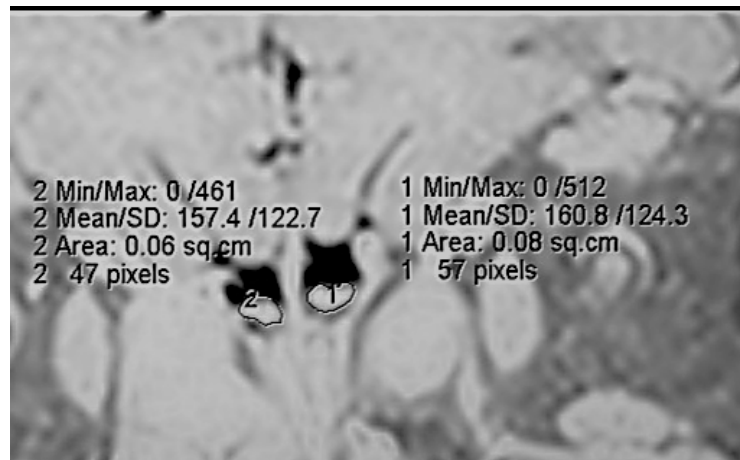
Магнітно-резонансна томографія, T₂-зважене зображення, фронтальна проєкція, морфометрія нюхової цибулини
